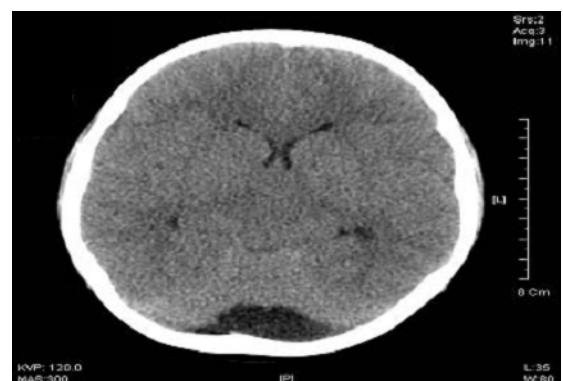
Brain computed tomography on day 0, showed increased attenuation of the basal cistern and compressed ventricle. Suggesting meningitis and diffuse cerebral edema.
